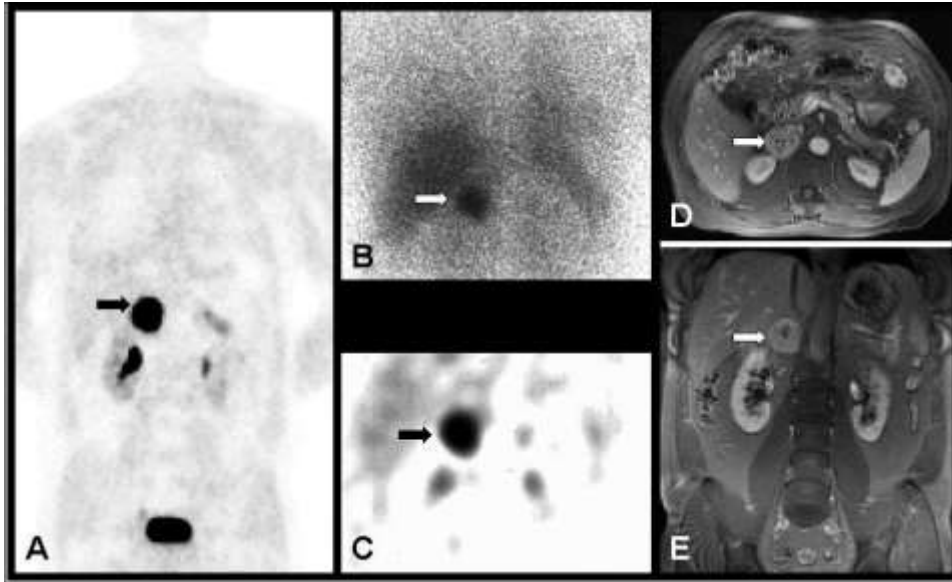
Sol adrenal bezde feokromositoma. MRG (A) ve [¹⁸F] DOPA-PET (B). [¹⁸F] DOPA-PET tümörü (ok) ön ve yan açılardan göstermektedir. Böbrekler, böbrek pelvisinde güçlü kontrast ve idrar torbası görülmektedir. Kaynak: Neumann HP ve ark. Ophthalmologe 2007;104:119–126, yayıncının nazik izni ile.
